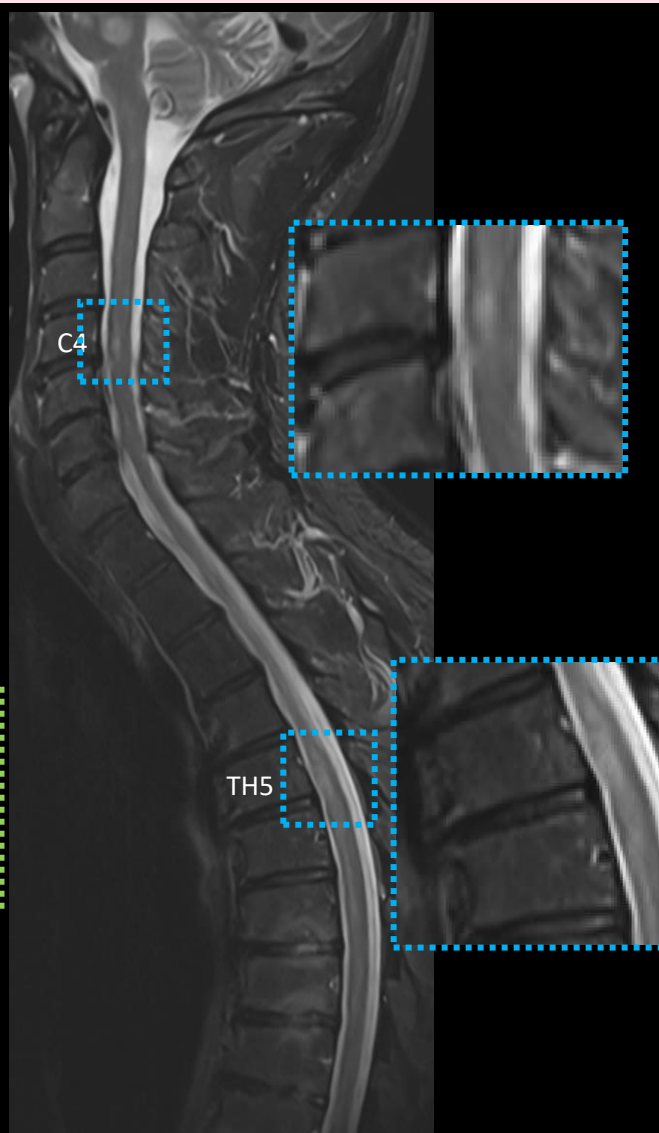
Imagerie – IRM médullaire
